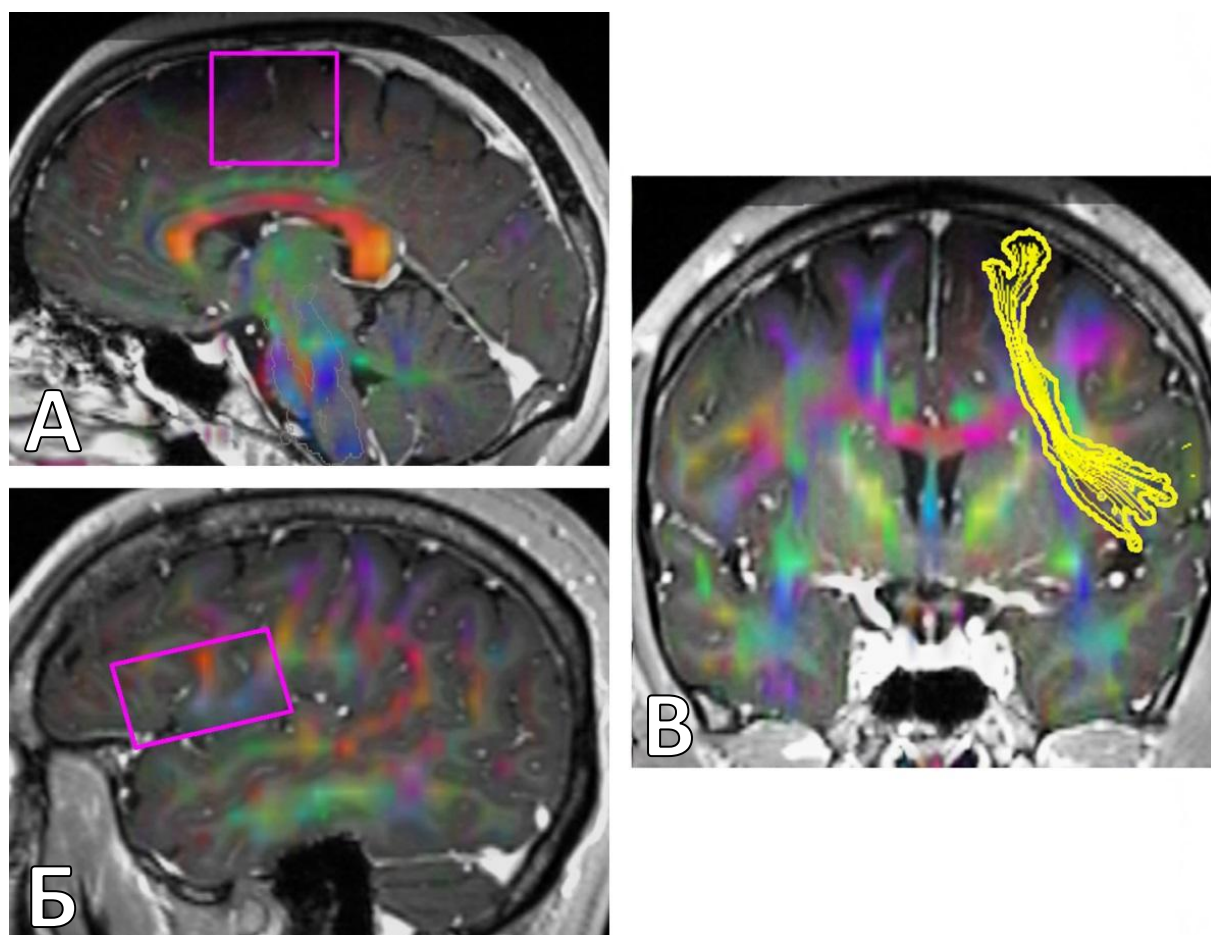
Построение ЛКП на основании диффузионно-тензорного исследования в модуле Stealth Viz. А. T1-взвешенное с контрастированием изображение МРТ головного мозга в сагиттальной проекции с наложенным на него диффузионно-тензорным исследованием. Фиолетовым прямоугольником обозначена зона интереса, построенная в области левой ДМО. Б. T1-взвешенное с контрастированием изображение МРТ головного мозга в сагиттальной проекции с наложенным на него диффузионно-тензорным исследованием. Фиолетовым прямоугольником обозначена зона интереса, построенная в области триангулярной и оперкулярной частей левой нижней лобной извилины. В. T1-взвешенное с контрастированием изображение МРТ головного мозга во фронтальной проекции с наложенным на него диффузионно-тензорным исследованием. Желтым цветом выделен левый КСТ, который был реконструирован на основании выбора регионов интереса
